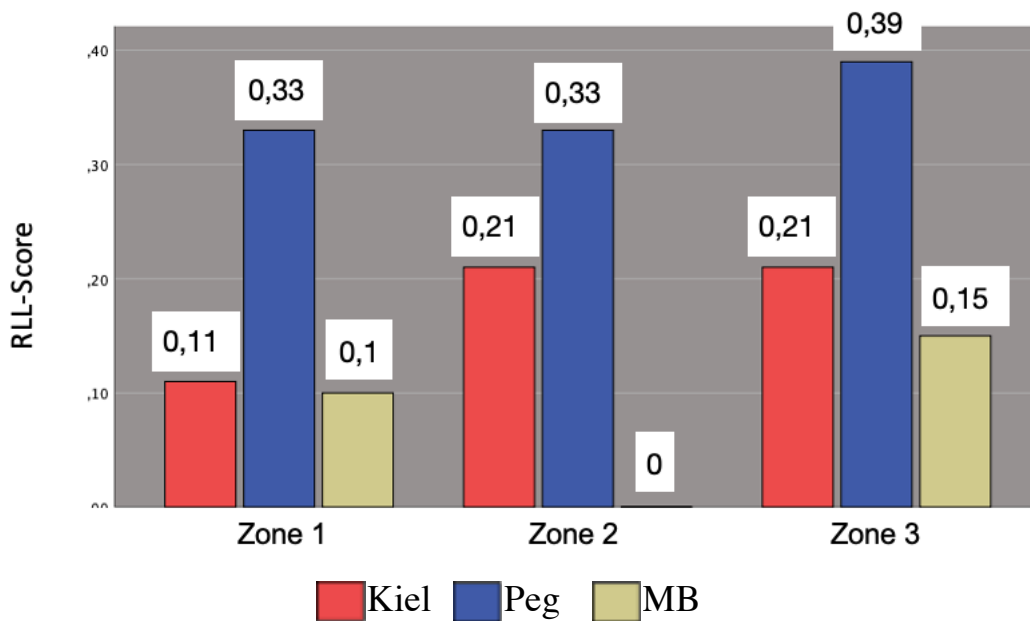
RLL-Score pro Zone im axialen Röntgenbild im Gruppenvergleich
